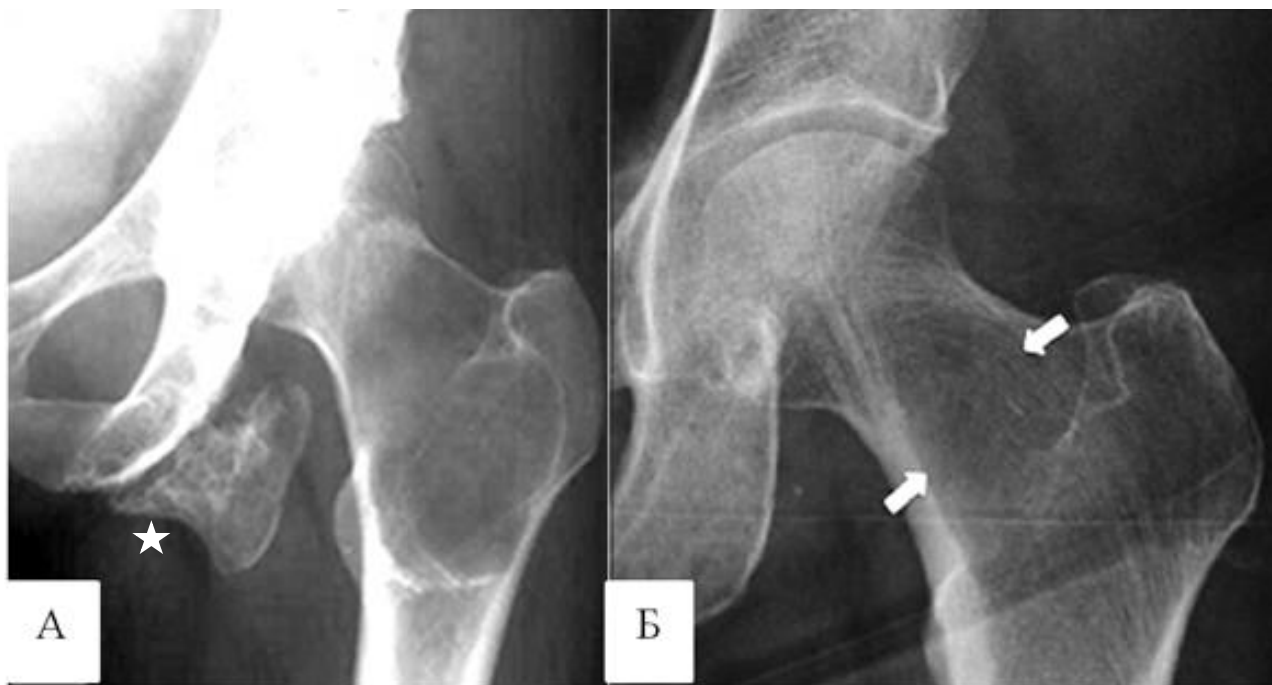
Проста кісткова кіста. Рентгенограми кульшових суглобів в прямій проекції різних пацієнтів. А – у проксимальному метафізі стегнової кістки визначається здуття ураженої ділянки з нерівномірним витонченням кортикального шару за рахунок наявності 2 кіст, що своїми стінками утворюють перетинки в центрі, а у сідничній кістці (зірочка) є ще й остеохондрома. Б – до диференціальної діагностики – зображення трикутника "Ward's" у хворої з порушенням мінеральної щільності (навіть при остеопенії) за рахунок зменшення трабекул, що призводить до розширення і невиразності області між несучими навантаження кістковими балками (стрілки).
